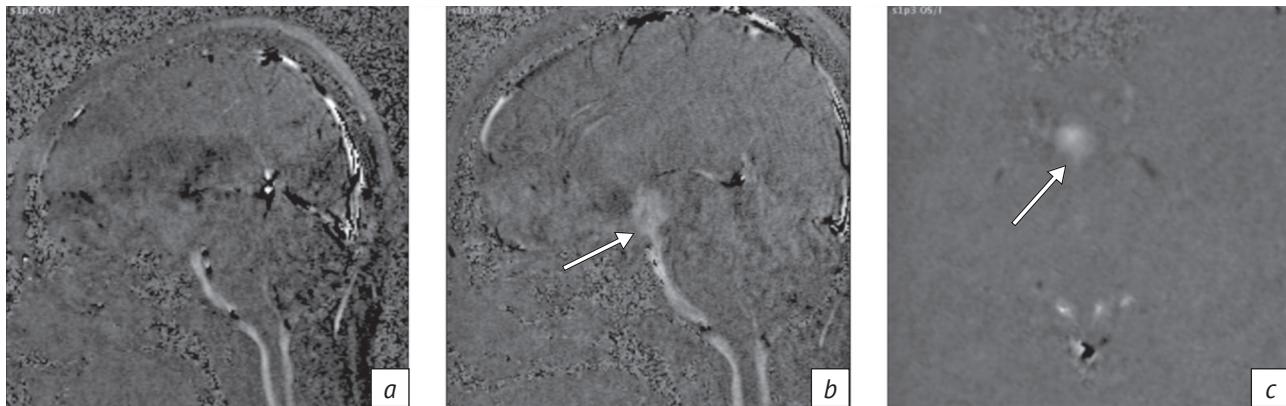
Пациентка с выраженным стенозированием водопровода мозга и декомпенсированной гидроцефалией. Фазоконтрастные МР-томограммы до (а) и после (б, в) тривентрикулостомии. Определяется поток ликвора в области фенестрации дна 3-го желудочка (стрелки)
